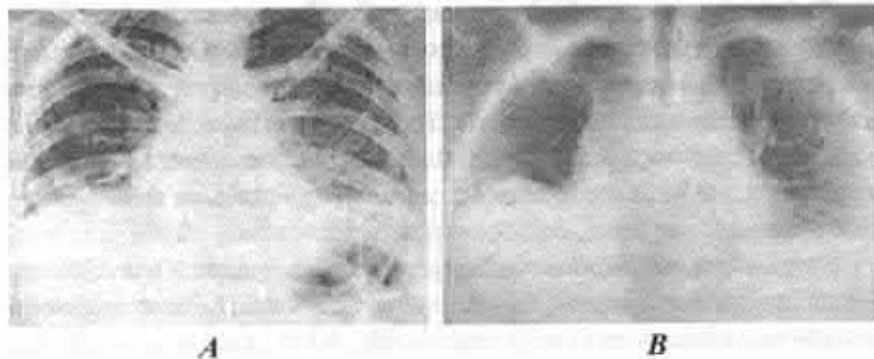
A* – pneumonită lupică. Atelectazie discoidă bazală, bilateral. Poziție înaltă a diafragmului, bilateral. *B* – tomografie liniară, secțiune medie.
